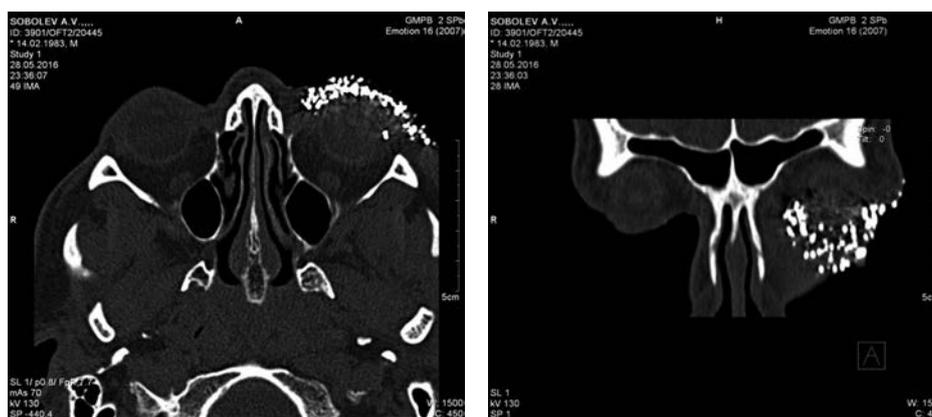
Аксиальный и фронтальный срезы мультиспиральной компьютерной томограммы с визуализацией металлических инородных тел
